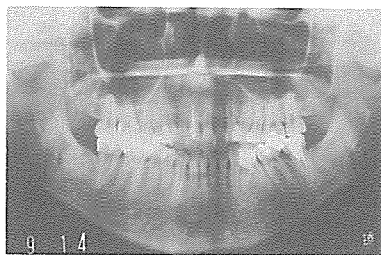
증례 2의 술전 orthopantomogram 사진
